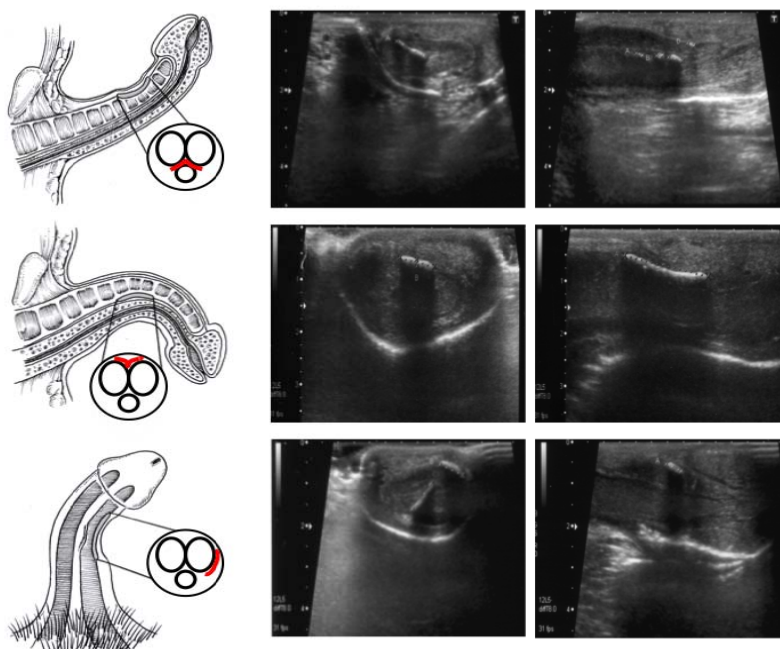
Ultrasonido peneano, técnica empleada.
